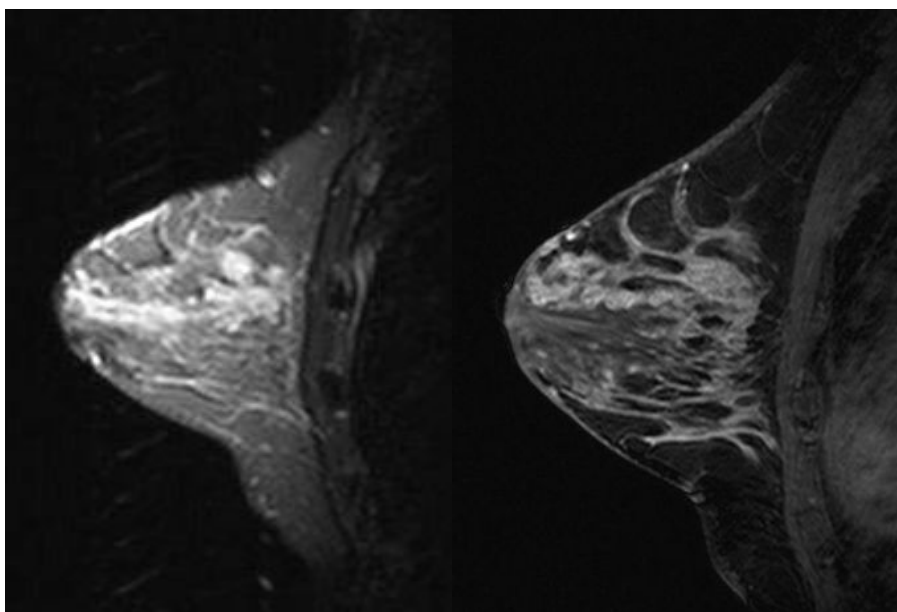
RM de mamas em plano sagital, sequencia T2 evidenciando área segmentar com alto sinal e sequencia T1 pós gadolínio exibindo relace segmentar não massa.
